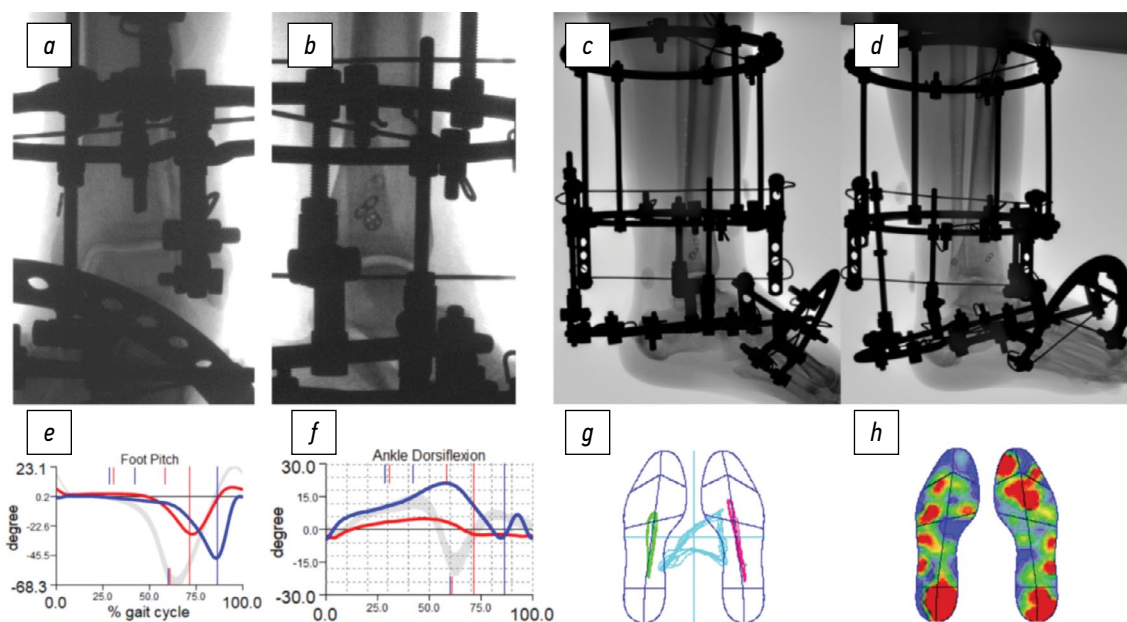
a* — послеоперационная рентгенограмма пациентки К. в прямой проекции, *b* — послеоперационная рентгенограмма в боковой проекции, *c, d* — рентгенограмма в боковой проекции: ограниченный шарнирными устройствами объём активных движений, *e, f* — гониограммы, *g, h* — пододограммы.
